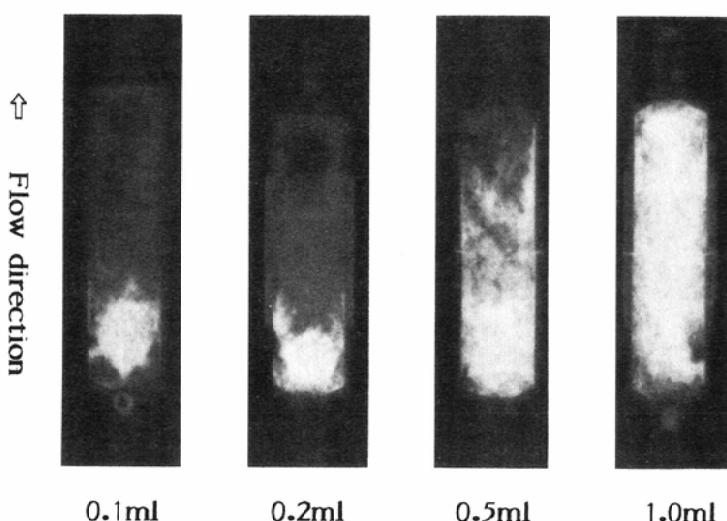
X-ray photographs of chambers after injection of Lipiodol.
